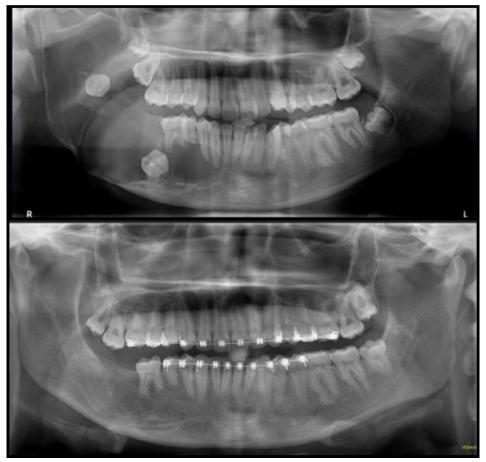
Comparativo entre a radiografia de 2013 e 2022.
